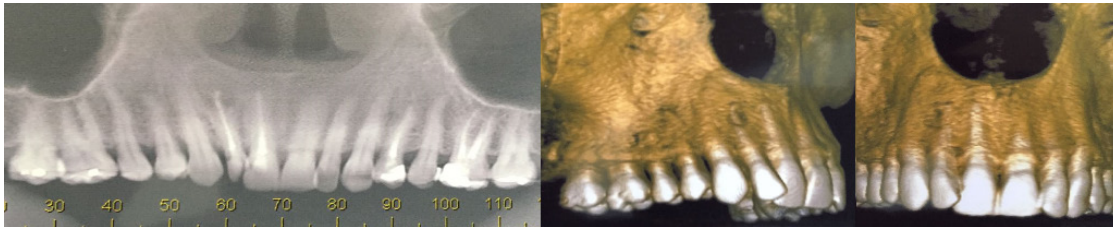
Tomografia obtida 16 meses após a obturação dos canais (A) Panorâmica, (B) Lateral, (C) Frontal.
